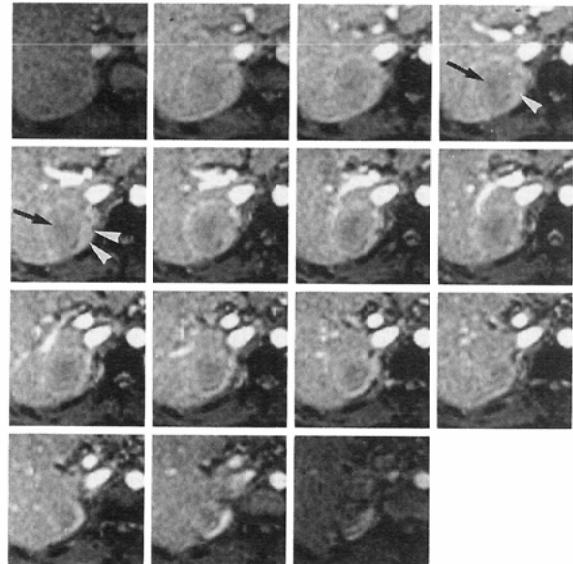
Early phase images of dynamic MR imaging of hepatocellular carcinoma.
